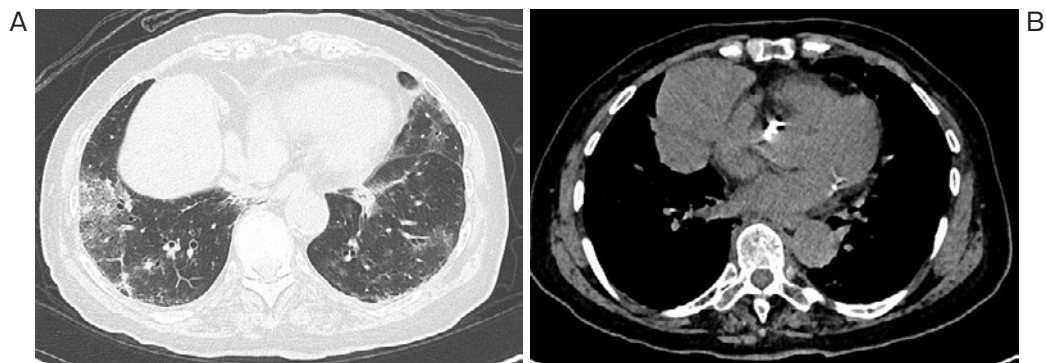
胸部単純 CT. (A) 肺野条件. (B) 縦隔条件. 前縦隔から心横隔膜角にかけて充実性の部分分葉状の腫瘤を認める. 両肺野にすりガラス影が散在している.
